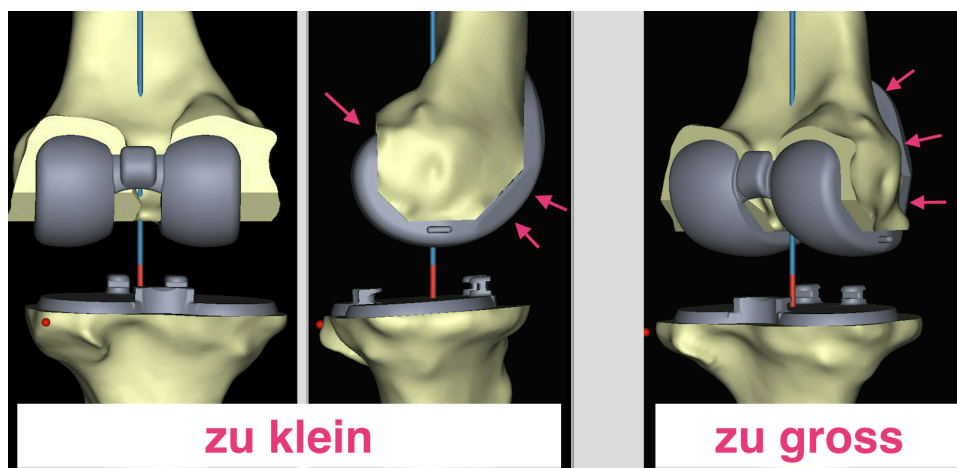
Via MR (oder CT) rekonstruierte Knochenform des zu operierenden Knies mit bestmöglicher Prothesenanpassung. Da es keine Durchschnittsanatomie gibt, ist die traditionelle Prothese entweder zu klein oder zu gross. Ist sie zu klein, stechen die prothetisch unterdimensionierten Kondylenrollen ins Auge; es entstehen grosse, von der Prothese ungedeckte Knochenschnittflächen, auch wenn man sich die Osteophyten wegdenkt; vor allem antero-distal und postero-proximal wird abgetragenes Knochenvolumen prothetisch ungenügend ersetzt (Pfeile). Und dennoch wird sich der Operateur für diese zu kleine Prothese entscheiden, denn die grössere passt wohl an die Kondylen, überragt den Knochen aber seitlich (Pfeile), was inakzeptabel ist .
